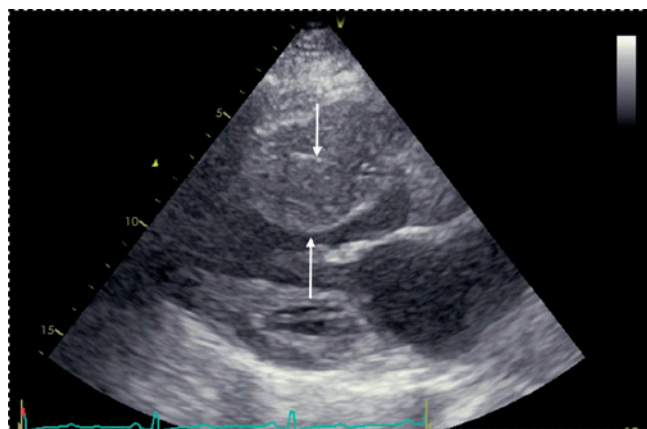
Эхокардиографическая картина гипертрофии межжелудочковой перегородки миокарда у пробанда (указано белыми стрелками).
